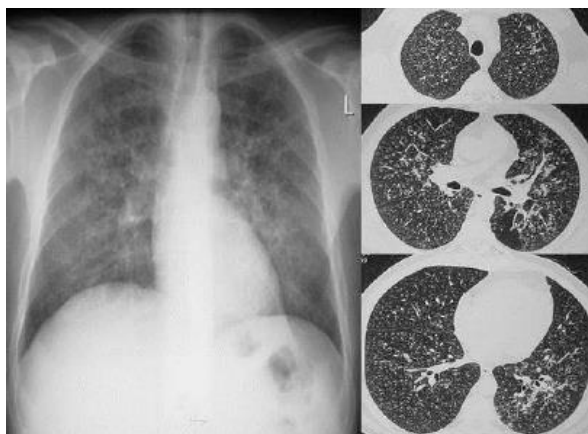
Radiographie et scanner thoraciques d'une tuberculose miliaire typique [43]
